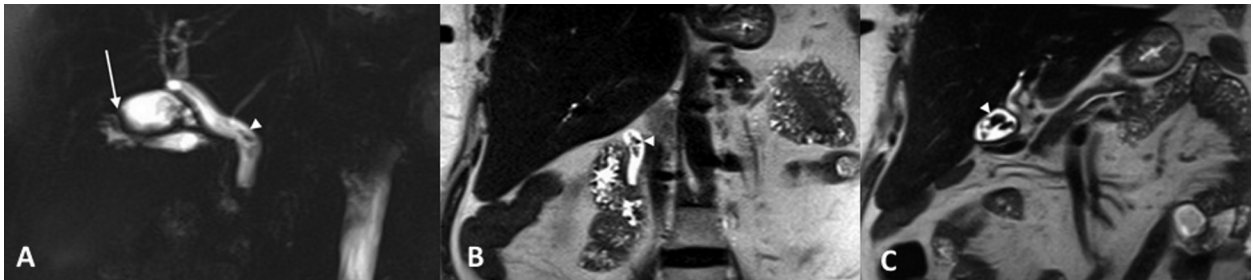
Ağır T2 ağırlıklı manyetik rezonans koledokopankreatografi (MRKP) (A) görüntülerde safra kesesinin normale göre küçük ve deforme olduğu izlenmektedir. T2 ağırlıklı koranal (B) ve koranal oblik (C) görüntülerde remnant kese içinde taşlar (ok başları) izlenebilmektedir.
